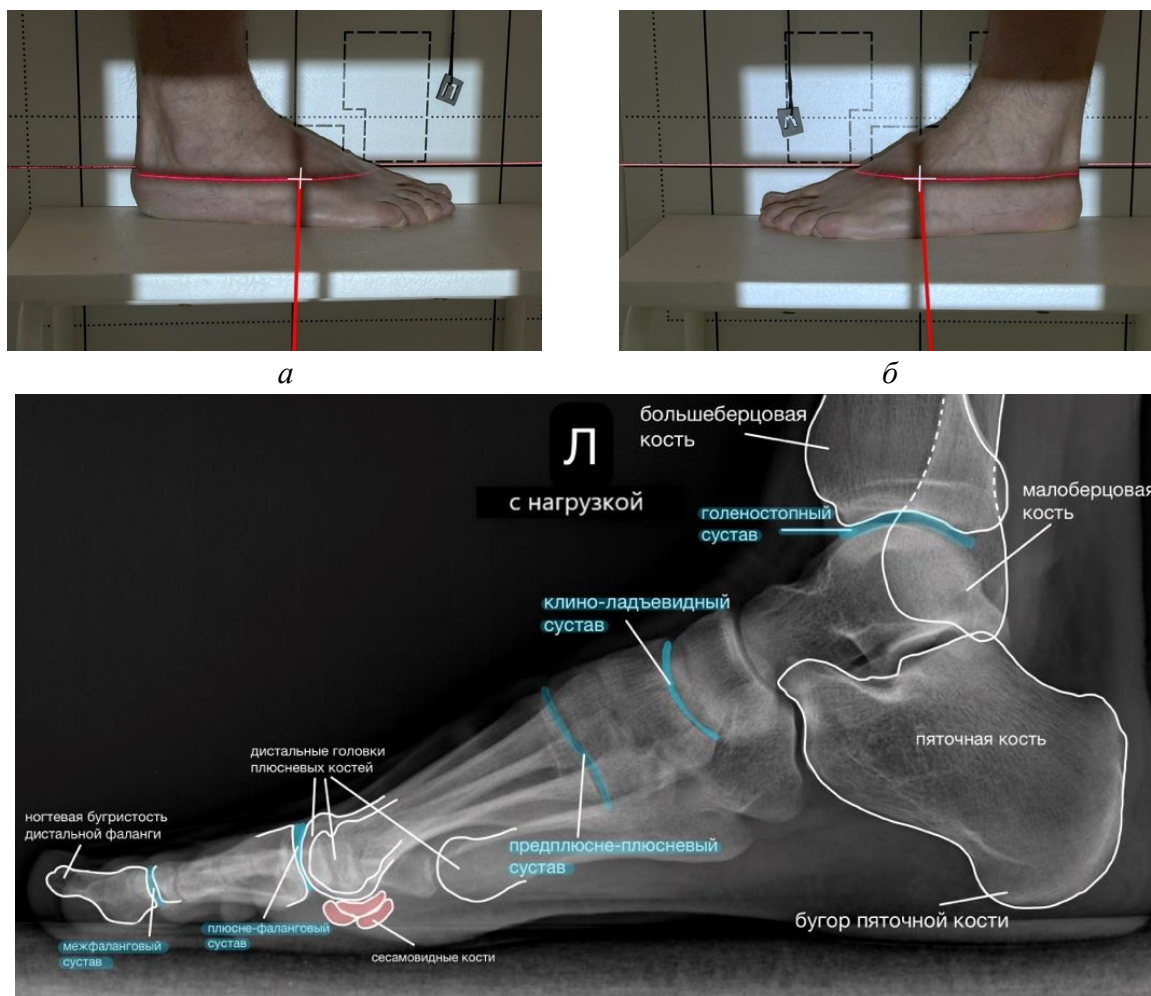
Методика укладки пациента для проведения РГ стоп в боковой проекции с нагрузкой: а, б – фотографии примера укладки, в – рентгенограмма левой стопы в боковой проекции с нагрузкой. Белые перекрестия – точки центрации приемника рентгеновского изображения (кассеты), красные линии – направление ЦЛ рентгеновского излучения. Нормальная рентгеноанатомия левой стопы на примере рентгенограммы в боковой проекции (в)
